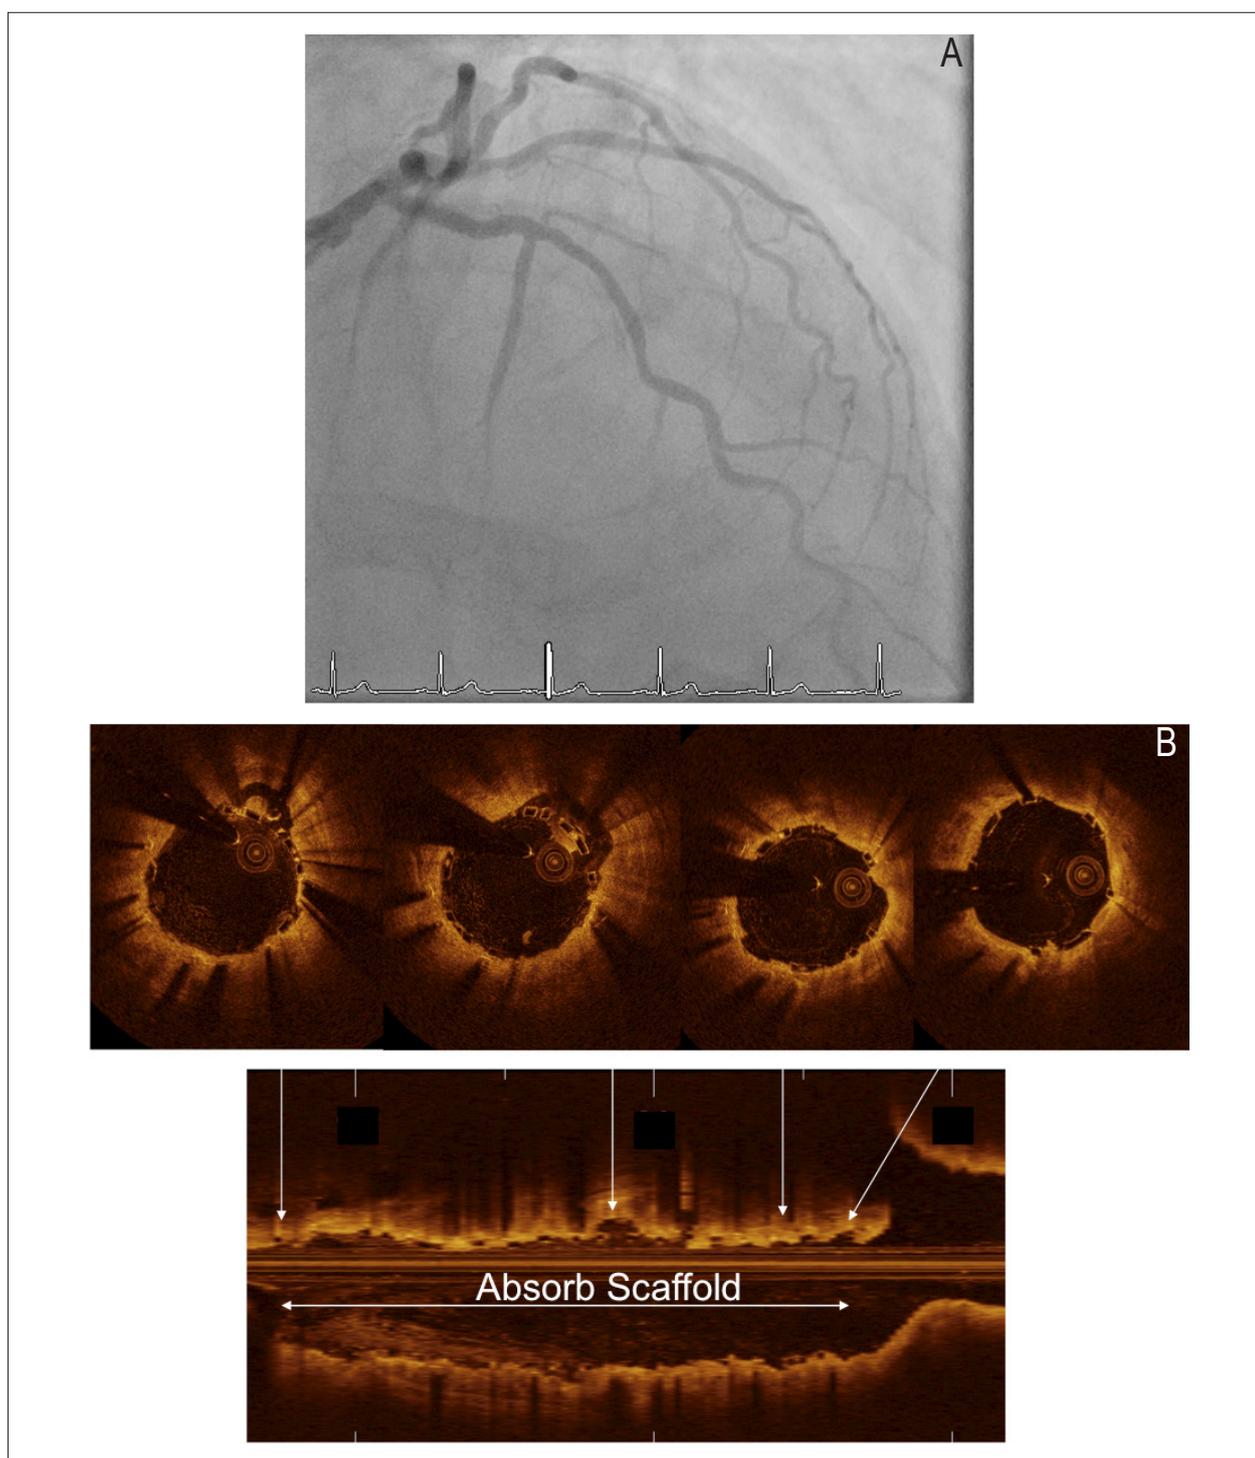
Angiografia Pós-ICP e Tomografia de Coerência Óptica
